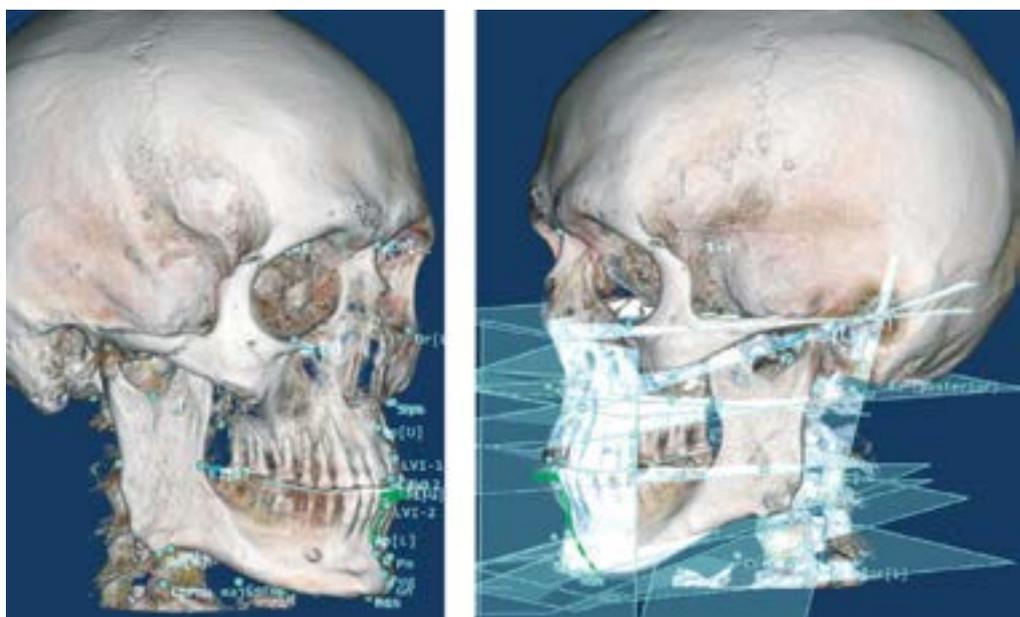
Статический и динамический анализ по данным КТ
